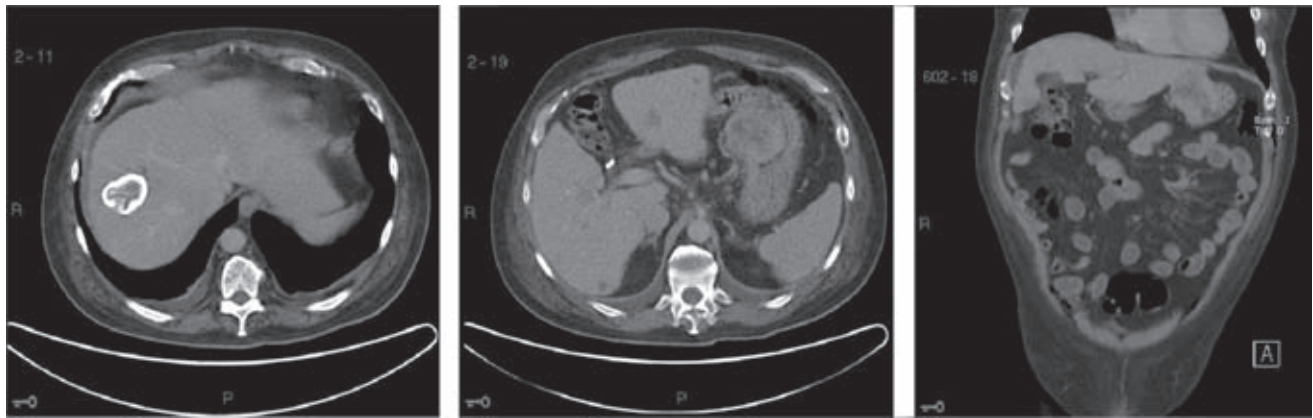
TC de abdomen simple: tumoración de la pared gástrica que mide 5.5 cm con centro hipodenso con relación a necrosis. Presencia de ganglios retroperitoneales de 9.5 mm. Quiste o hematoma antiguo con pared calcificada en el lóbulo hepático derecho, múltiples lesiones hipodensas por metástasis hepáticas. Ausencia quirúrgica de vesícula biliar. Derrame pleural bilateral.
